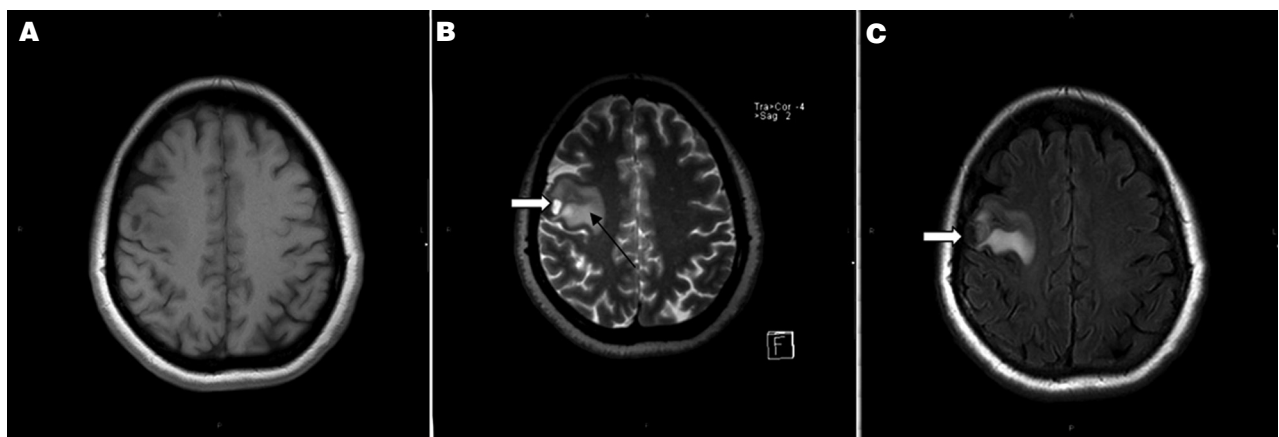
Resonancia magnética cerebral, cortes axiales donde se observa una lesión extraaxial, frontal derecha con base de implantación dural, con importante edema en parénquima cerebral adyacente (flecha negra) Presentándose hipointensa en secuencia T1 (A), hiperintensa en T2 (B) e isointensa en FLAIR (C). En la región más periférica, la lesión presenta hiposeñal en todas las series (flecha blanca gruesa).
